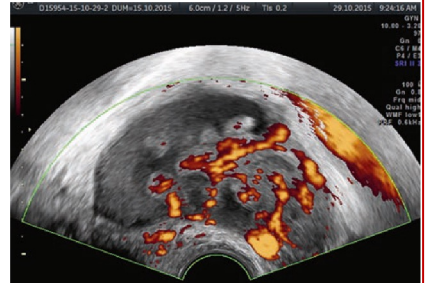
Intensa vascolarizzazione al color Doppler
